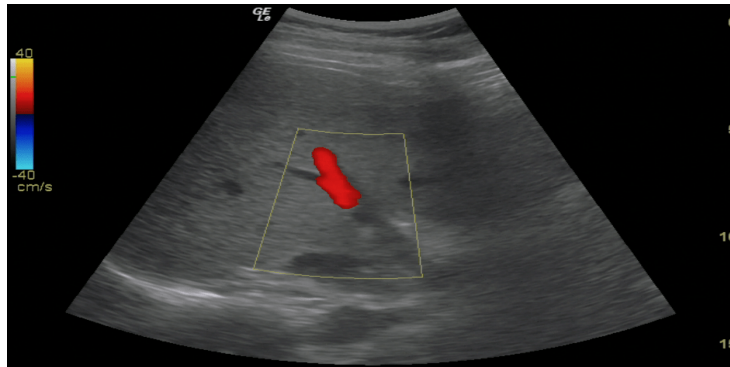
Con el Doppler color se observa en rojo, acercándose al transductor, la vena porta.
